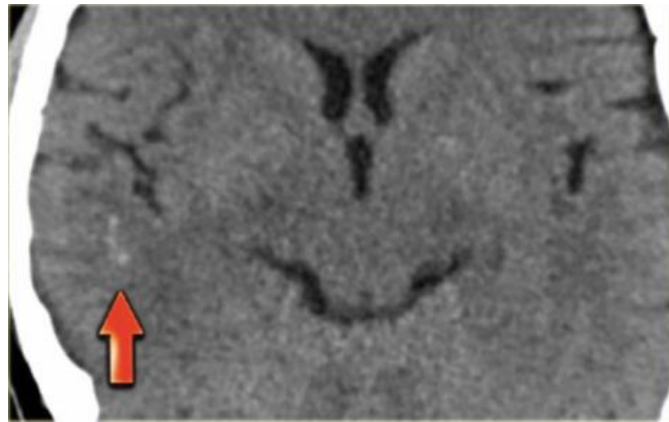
BT’de Dens Üçgen İşareti
